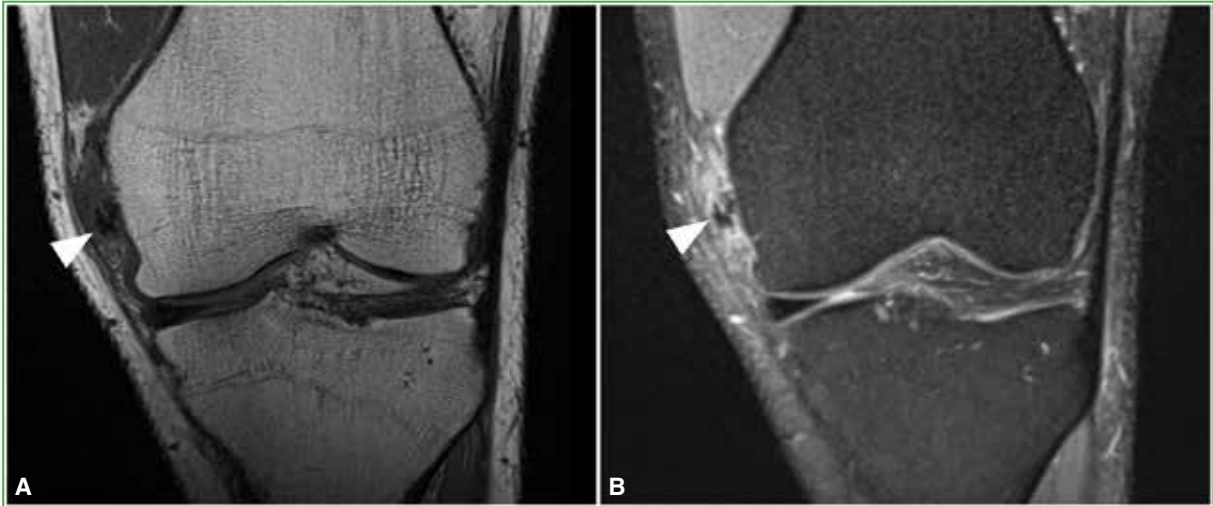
Caso 2. Resonancia magnética de rodilla, cortes coronales en secuencia T1 (A) y en secuencia de densidad protónica con supresión grasa (B). Se observan dos focos hipointensos adyacentes a la inserción femoral del ligamento colateral medial (puntas de flecha), con hiperintensidad perilesional en la secuencia sensible al líquido, en relación con edema.
